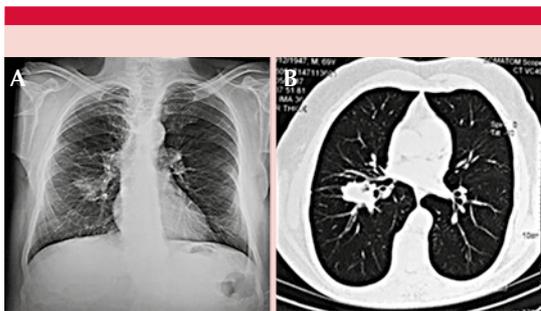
A. Radiografía de tórax que muestra opacidad redonda parahiliar marginal en el pulmón izquierdo. B. Tomografía axial computada con una masa hiliar en el pulmón izquierdo.
